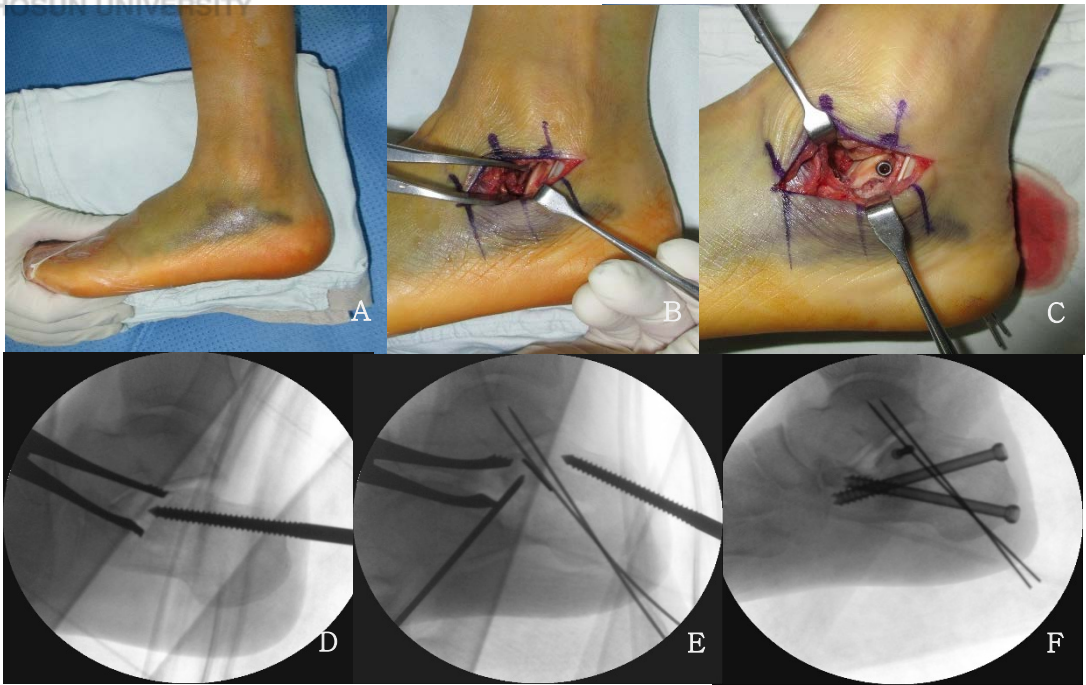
Surgical technique (sinus tarsi approach and C-arm x-ray)
